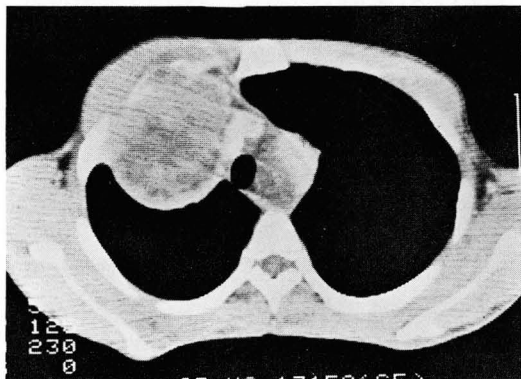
Chest CT scan: A ill defined heterogeneous soft tissue mass with anterior chest wall invasion and rib destruction.
